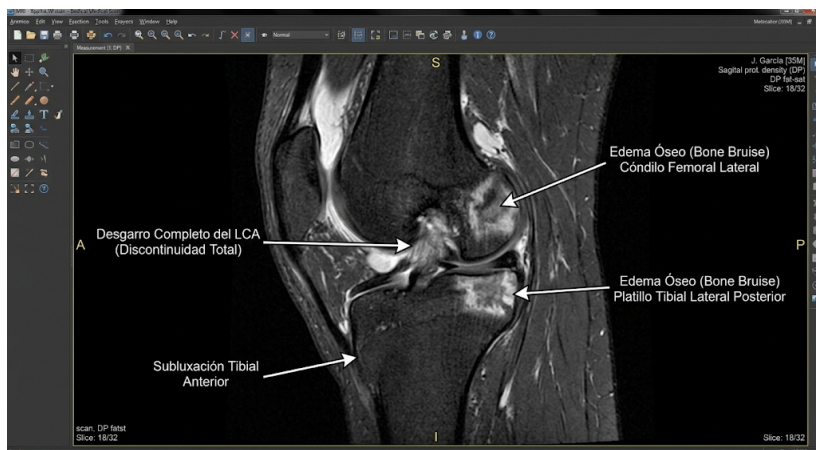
Imagen de Resonancia Magnética en corte sagital ponderada en T2 o densidad protónica (DP) con supresión de grasa. Debe mostrar la discontinuidad total del Ligamento Cruzado Anterior, acompañada del clásico patrón de "bone bruise" (hiperseñal) en la porción posterior del platillo tibial lateral y en el cóndilo femoral lateral, con la tibia subluxada anteriormente.
